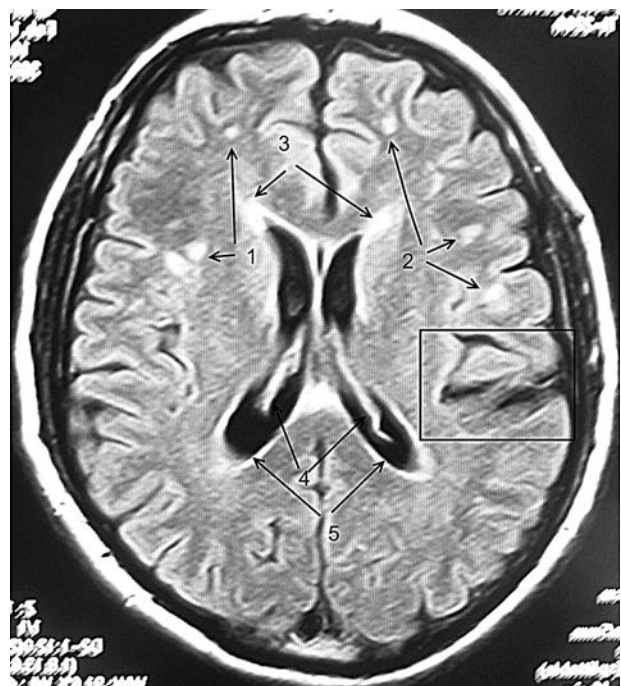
МРТ у режимі FLAIR в аксіальній проекції головного мозку пацієнта з церебральною EBV-васкулопатією (пояснення в тексті)
